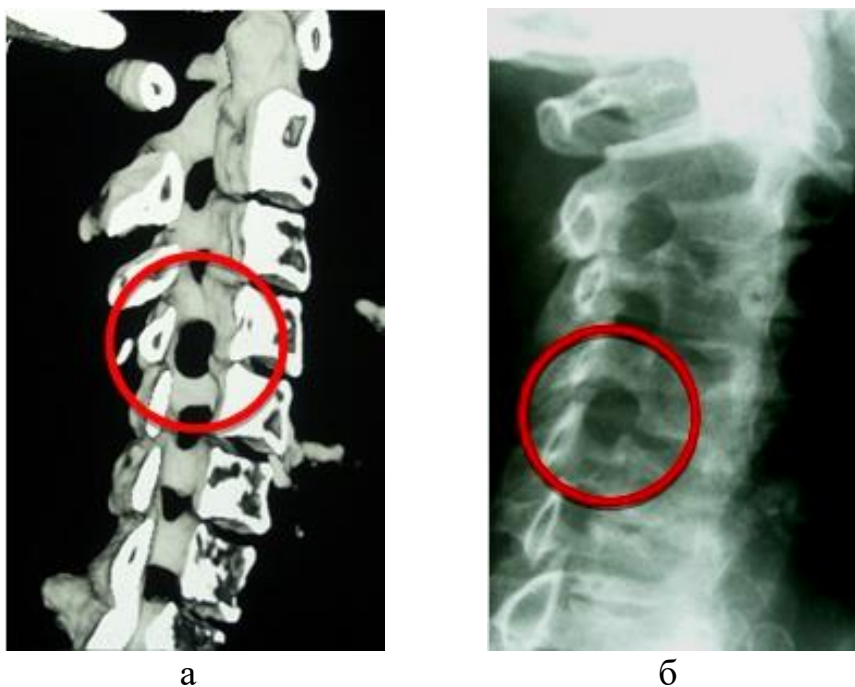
Рентгенограмма (а) и компьютерная томограмма (б) пациентки со шванномой на уровне С4-С5 слева (и/б № 7366/2016). Визуализируется расширенное межпозвонковое отверстие С4-С5 слева
